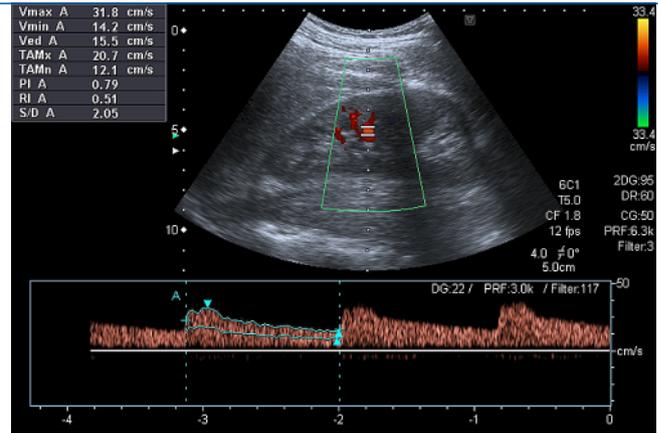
▲ Farbduplexsonographie und Bestimmung des Resistance Index (RI)
